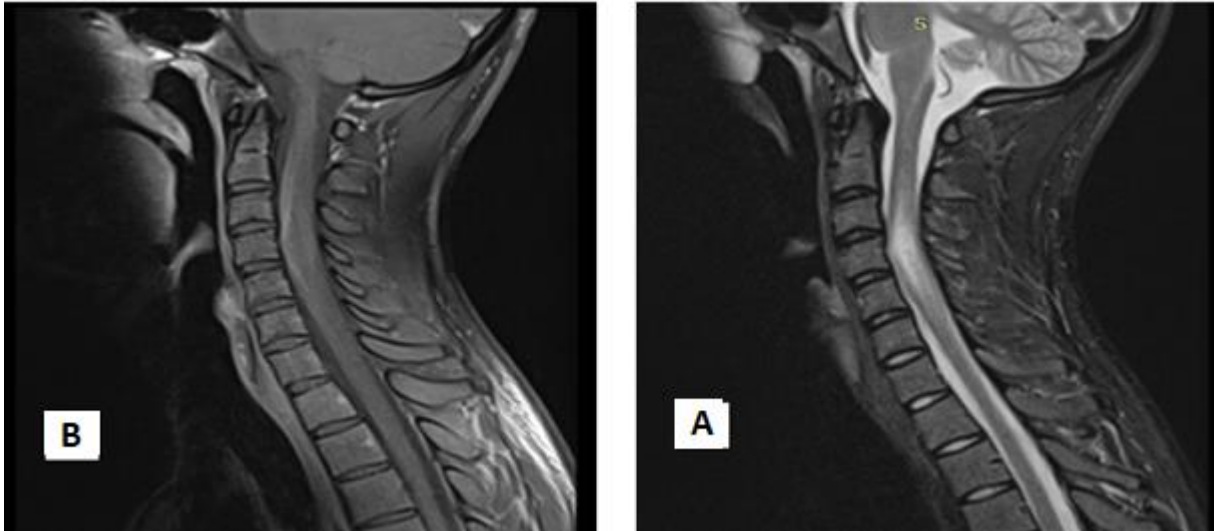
IRM médullaire en coupe sagittale une lésion en hypersignal T2 (A) et en hyposignal T1 (B) s'étendant de C2 à C5 rehaussée après injection de gadolinium avec un important œdème sous-jacents.
